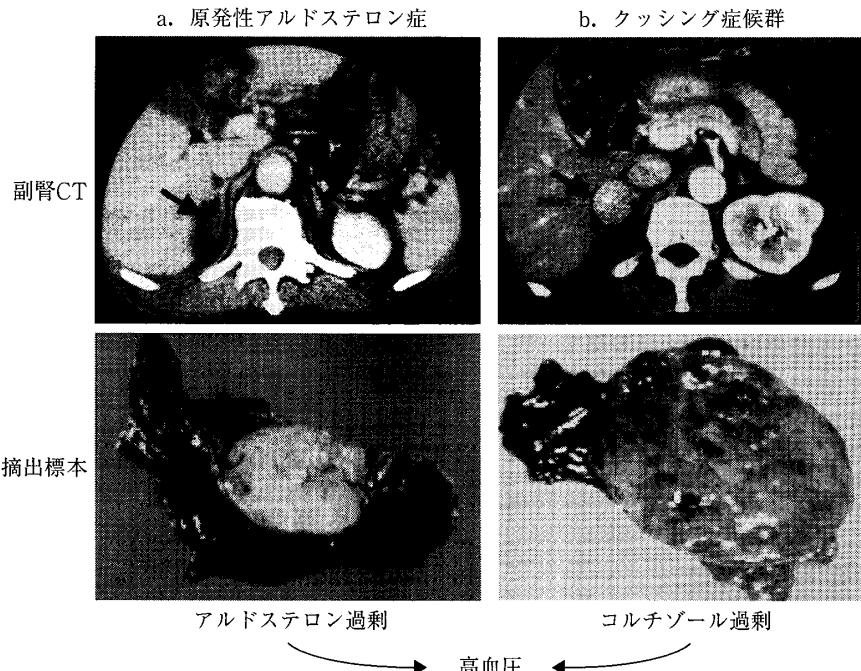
原発性アルドステロン症(a)とクッシング症候群(b)の副腎CTと摘出腫瘍の肉眼所見
